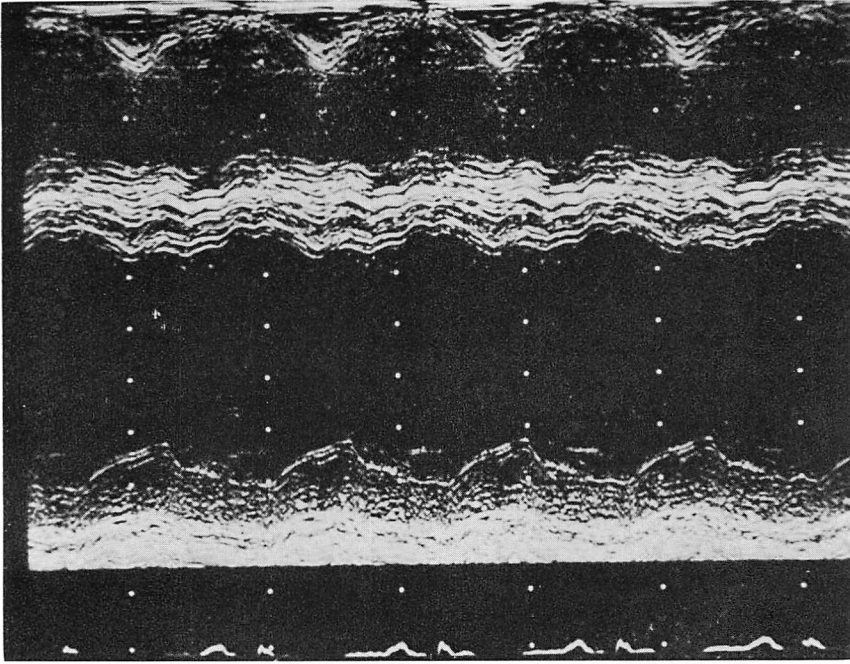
Echocardiogram recorded on the 5th hospital day in Case 3.
